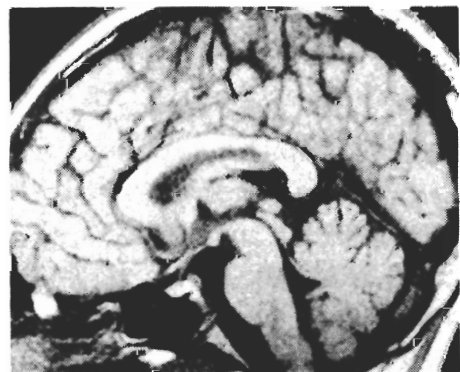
7歳の正常脳のMRI画像（矢状断）
